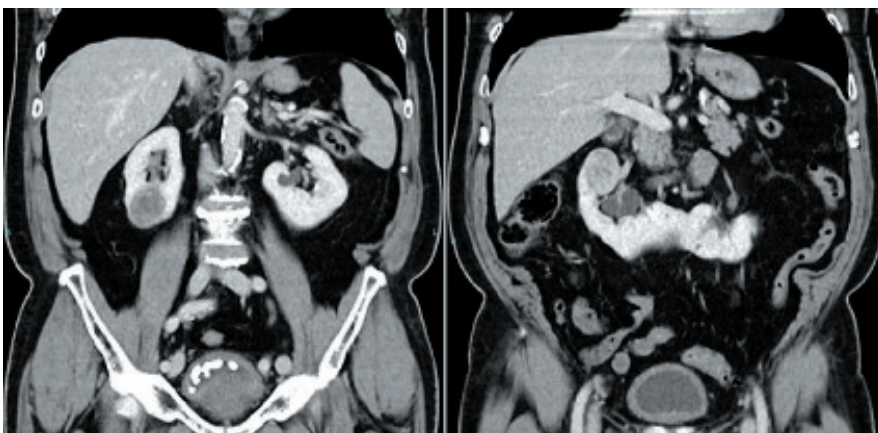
Computertomographie coronare Ansicht mit Darstellung der zwei Nierentumore bei Hufeisenniere.
